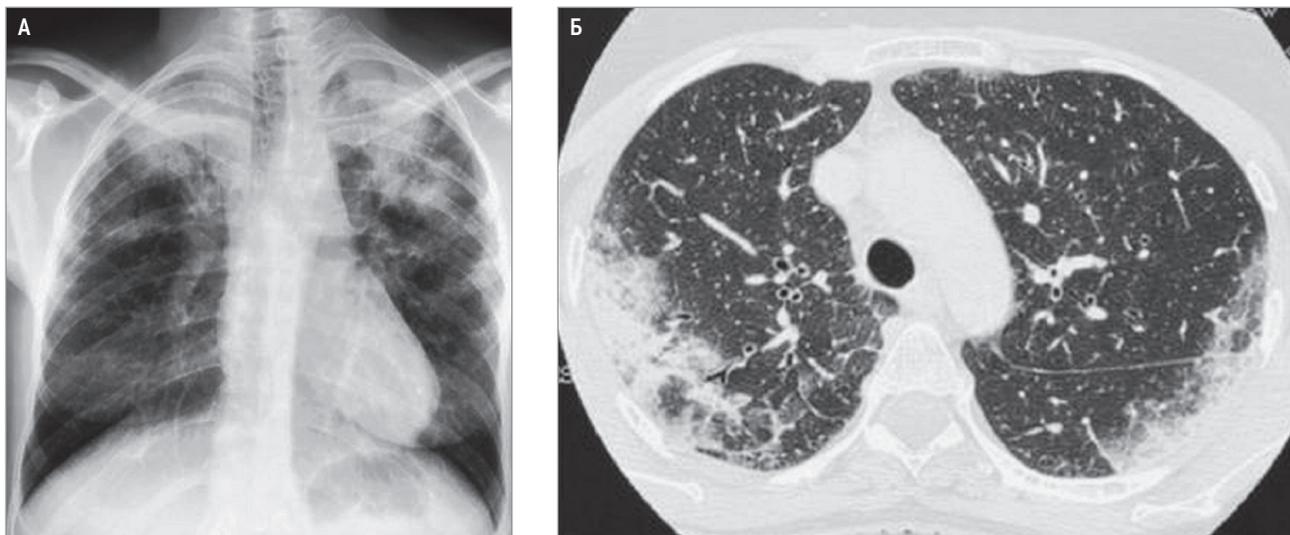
Хроническая эозинофильная пневмония: А – 2-сторонние симметричные периферические затемнения; рентгенография грудной клетки в прямой проекции; Б – 2-сторонние симметричные субплевральные участки инфильтративного уплотнения легочной ткани, «фотонегатив отека легких»; компьютерная томография высокого разрешения
